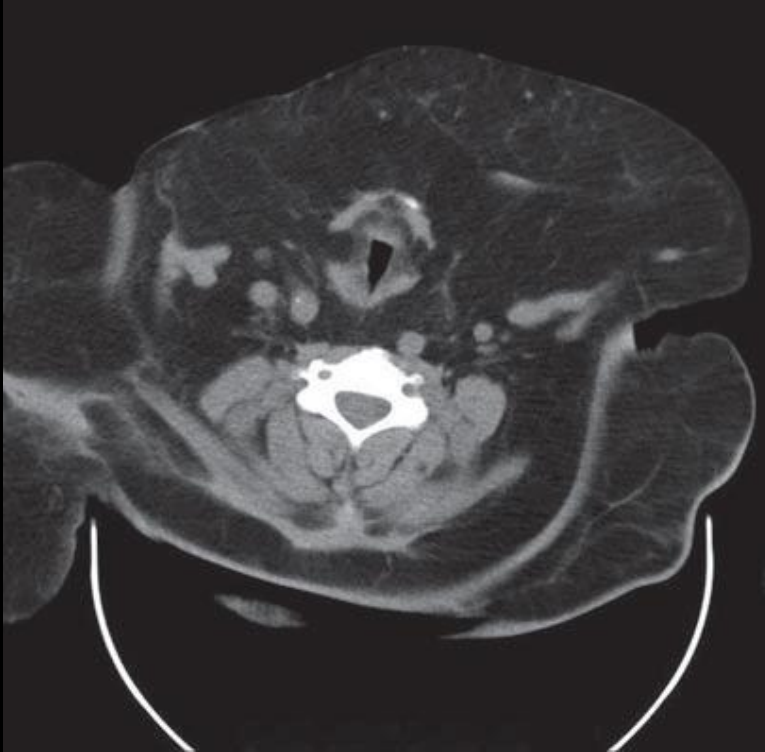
TAC com áreas de deposição de gordura, causando redução do diâmetro orofaríngeo
